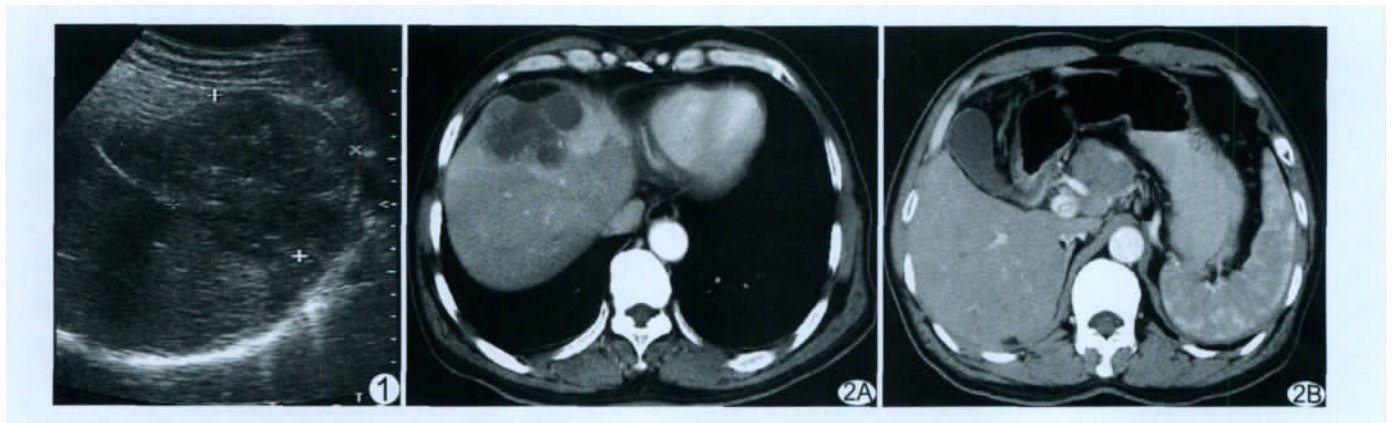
原发性肝脏淋巴瘤声像图 图 2 增强 CT 图像 左肝病灶内部可见多发不规则囊变区, 无强化, 病灶周围肝实质强化明显(A); 肝门区肿大淋巴结互相融合成团(B)
